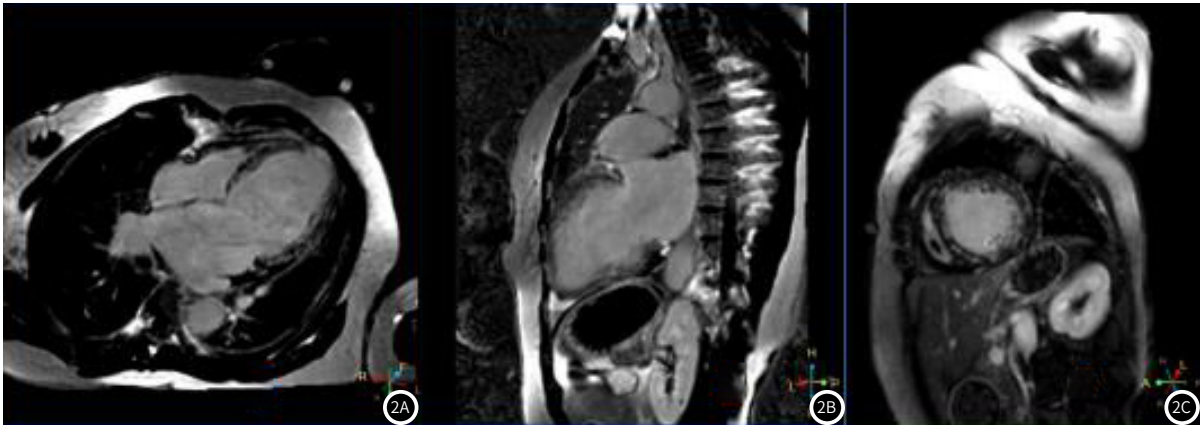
合并室性心律失常DCM患者的心脏MRI影像学特征。1. 左房、左室扩大(左房前后径54mm, 左室横径78mm); 2. 左室心肌广泛纤维化延迟增强左室弥漫斑片状强化信号。2A延迟强化四腔心位, 2B延迟强化两腔心位, 2C延迟强化短轴位。
